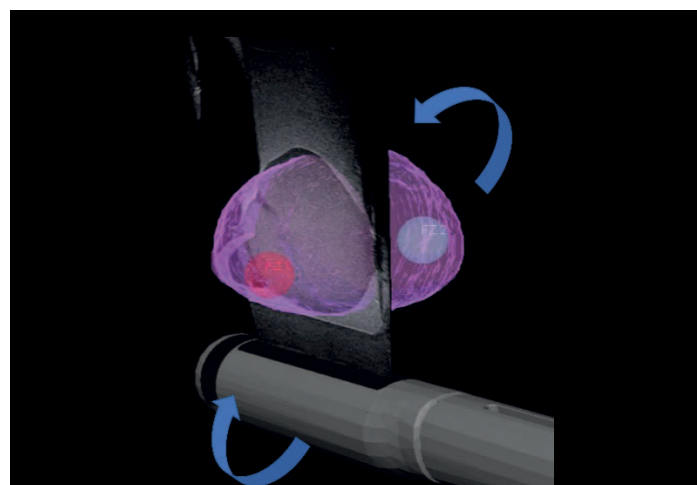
Проекция УЗИ луча во время 3D-сагиттального сканирования с помощью датчика TLC 3-13.
